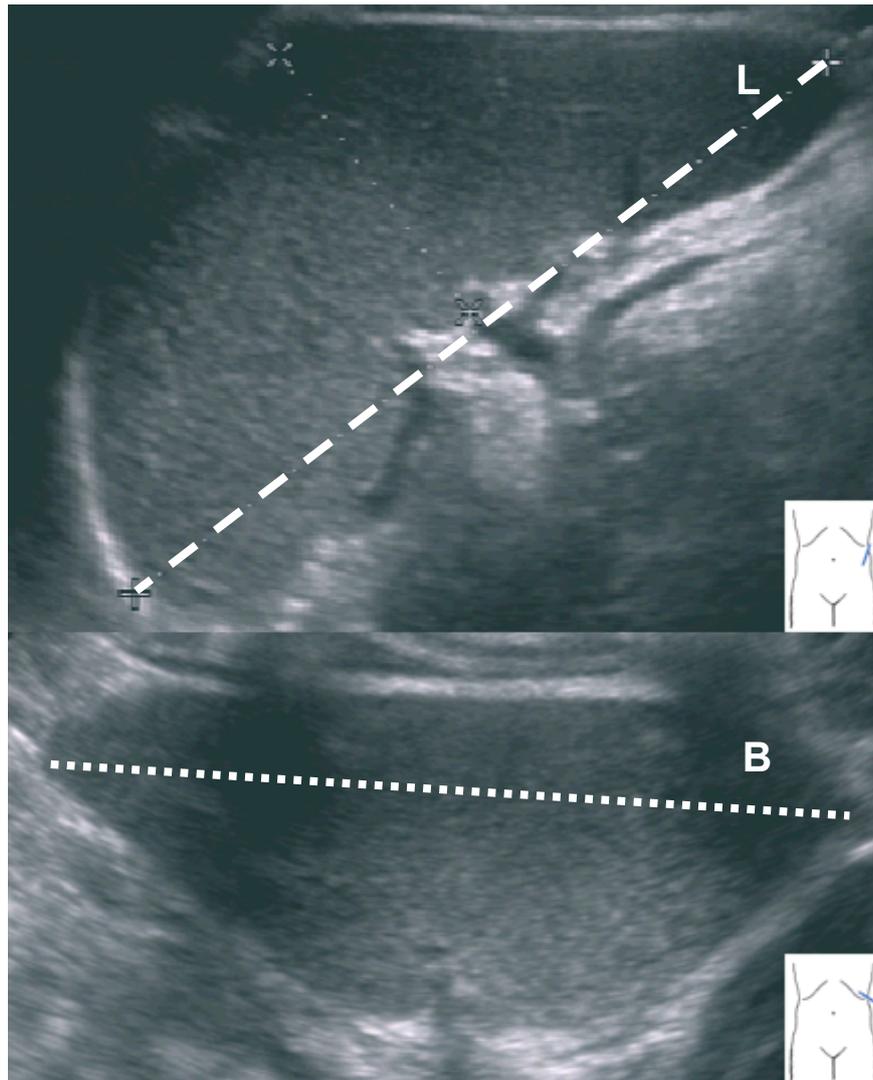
sonografische Darstellung der Milz in zwei Ebenen. Das obere Sonogramm wurde von intercostal links (bei 2:00 Uhr) dargestellt, dabei in der Längsachse der maximale Längsdurchmesser ermittelt (gestrichelte Linie), dieser entspricht der Länge L. Im unteren Sonogramm stellt sich die Milz trapezförmig dar und die Breite B entspricht dabei dem breitesten Durchmesser des dargestellten Trapezes (gepunktete Linie). [Freundlicher Weise zur Verfügung gestellt von Prof. Dr. Kratzer, Innere Medizin I].
